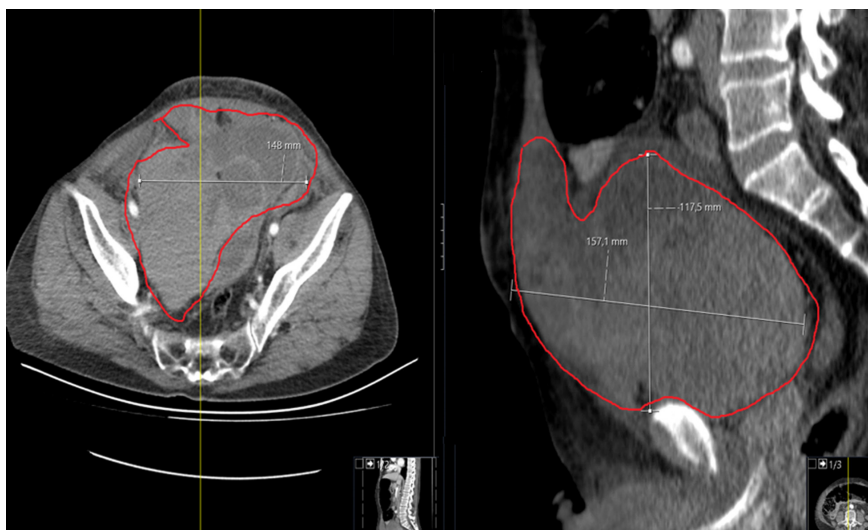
15×11×14 cm hematoma image starting from the rectus sheath and extending to the pelvis and compressing the bladder on abdominal tomography.
